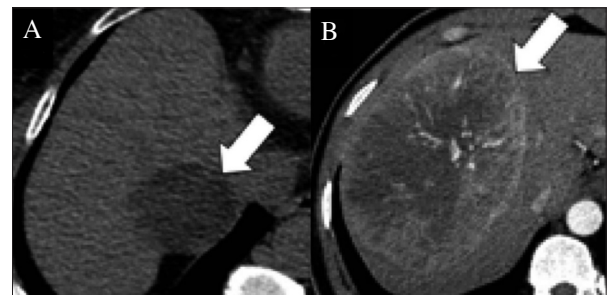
En A, se demuestra en una TC sin contraste una lesión hepática de baja atenuación, correspondiente a un HC esteatohepático. En B se presenta una lesión hepática de gran tamaño con focos de realce en fase arterial, compatible con HC macrotrabecular-masivo (adaptado de cita 31).
